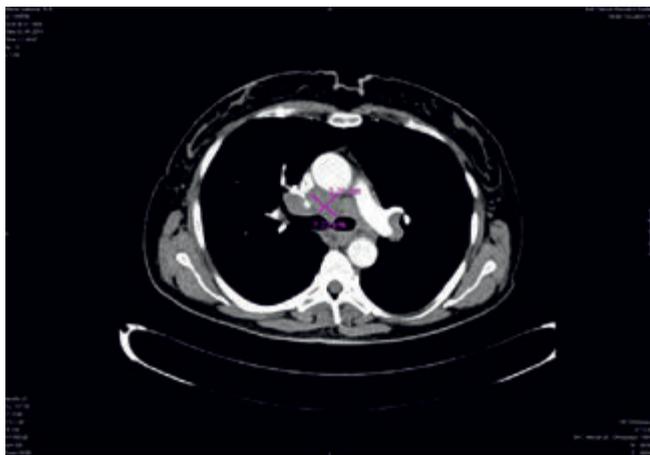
КТ до терапии вектибиксом (02.06.11)
